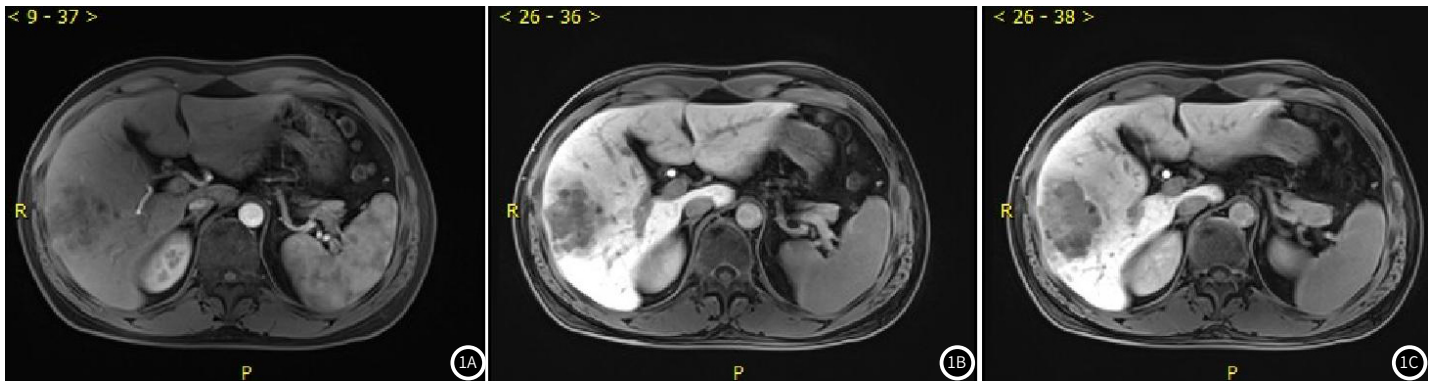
普美显动态增强MRI的肝细胞癌诊断结果。1A动脉期;1B门静脉期;1C肝胆期。
